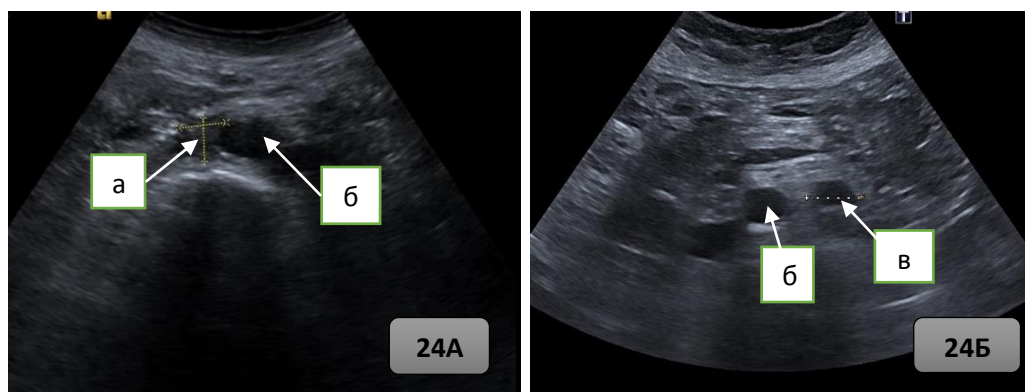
Рисунок 24А и 24Б – Ультразвуковая томограмма метастатически измененных поясничных лимфатических узлов: а) в аортокавальном промежутке; б) брюшной отдел аорты; в) слева от брюшного отдела аорты.
